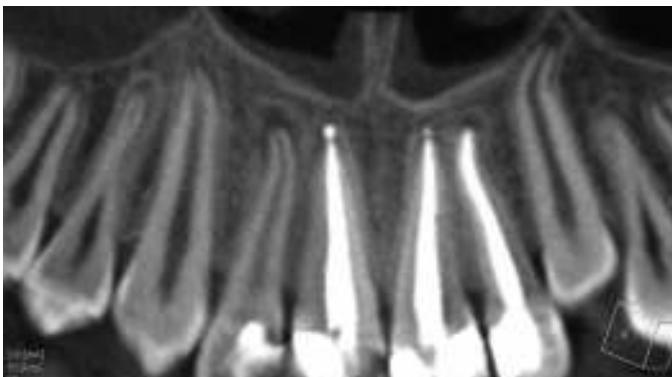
Панорамная томограмма фронтальной группы зубов с толщиной слоя 1 мм. Периапикальная радиолюценция зуба 11 обусловлена деструкцией костной ткани вследствие периодонтита, периапикальная радиолюценция зуба 23 соответствует состоянию незавершенного дентиногенеза
